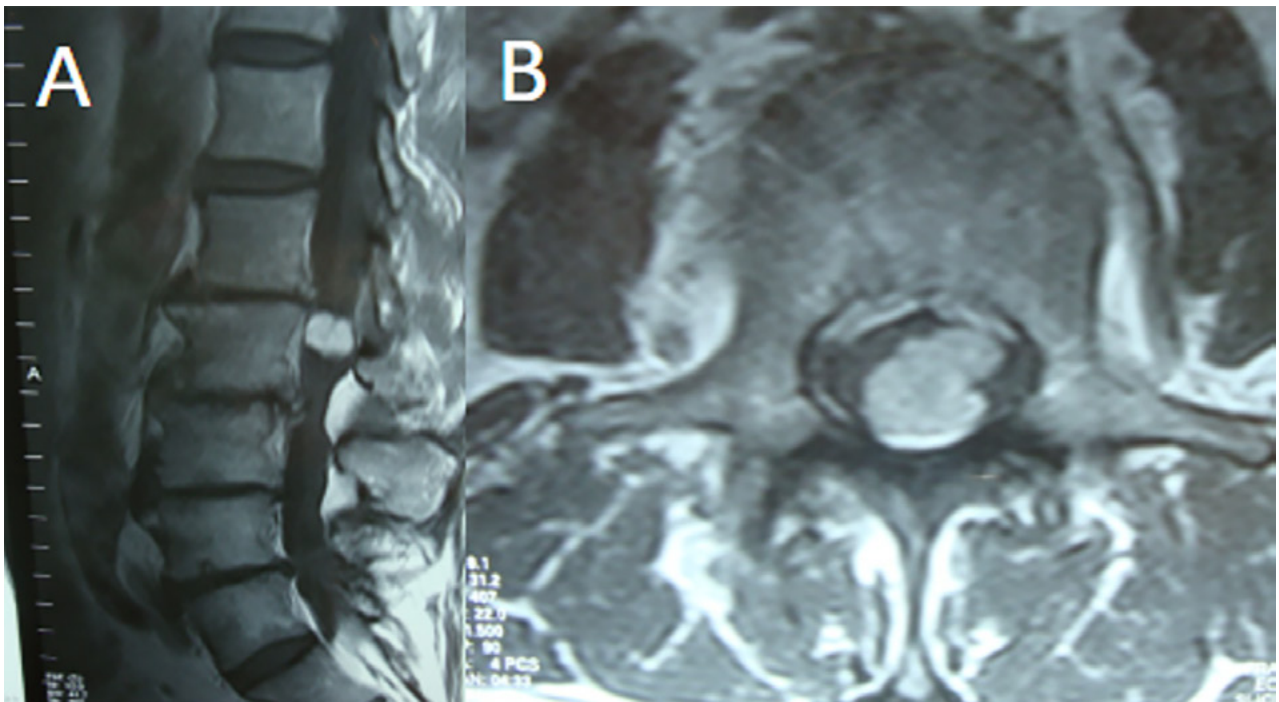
Caso 2. RMN: T1 con contraste sagital (A) y axial (B) que objetiva lesión nodular intradural extramedular L1-L2 a izquierda, con realce homogéneo con contraste.
